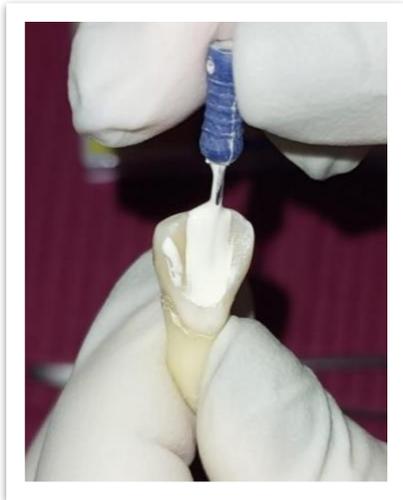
Obturación con técnica de condensación lateral, penachos y radiografía final de la obturación.
